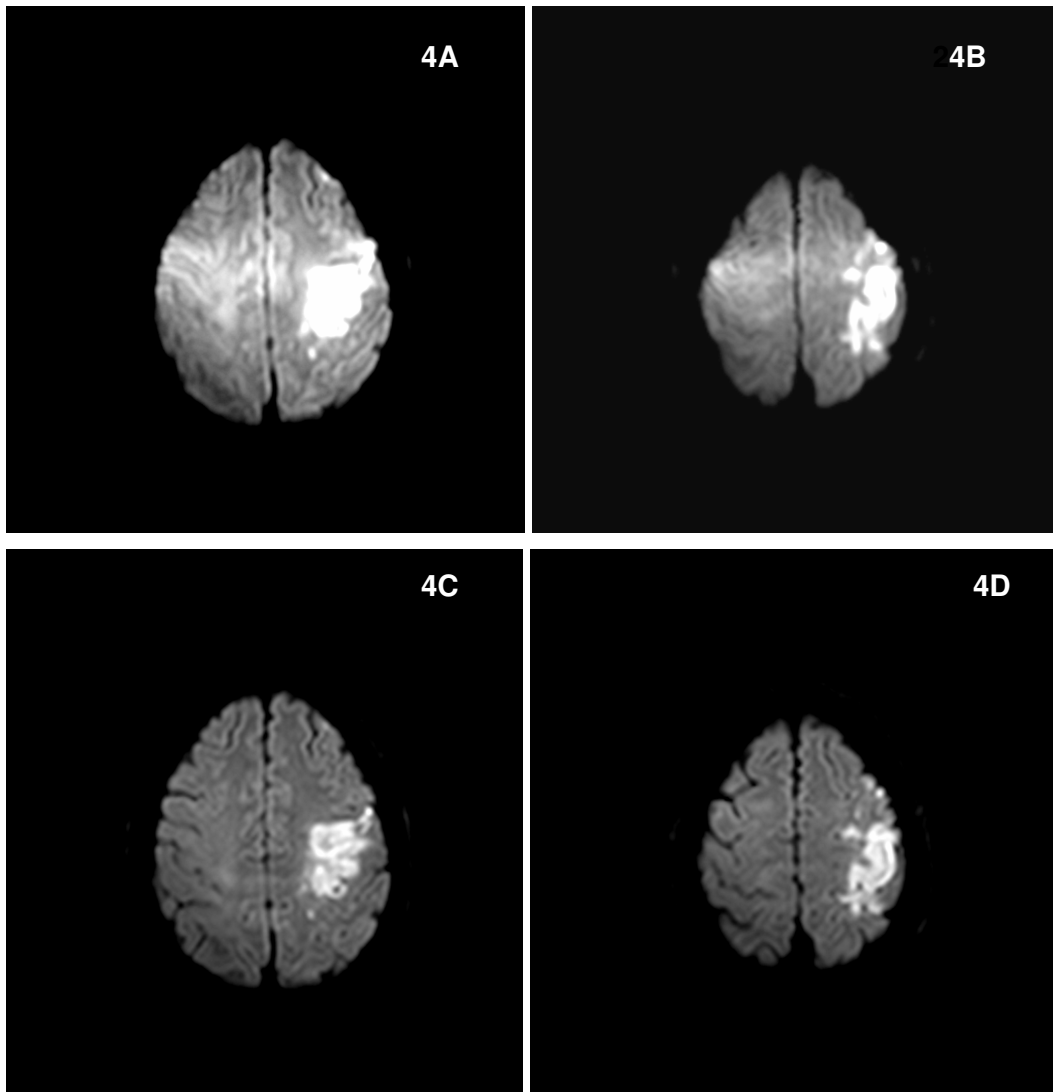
Transversale single-shot DW-MRI bei 3.0T eines 48-jährigen Mannes mit akuter Hemiparese rechts hervorgerufen durch einen ischämischen Infarkt im Versorgungsgebiet der linken A. cerebri media auf dem Boden einer hochgradigen Stenose der linken A. carotis interna. Man beachte, dass SNR und CNR in der Diffusionsbildgebung ohne (A und B, 4283/79) und mit dem Einsatz von SENSE (C und D, 3141/69, Reduktionsfaktor von 3) in etwa vergleichbar erscheinen.
